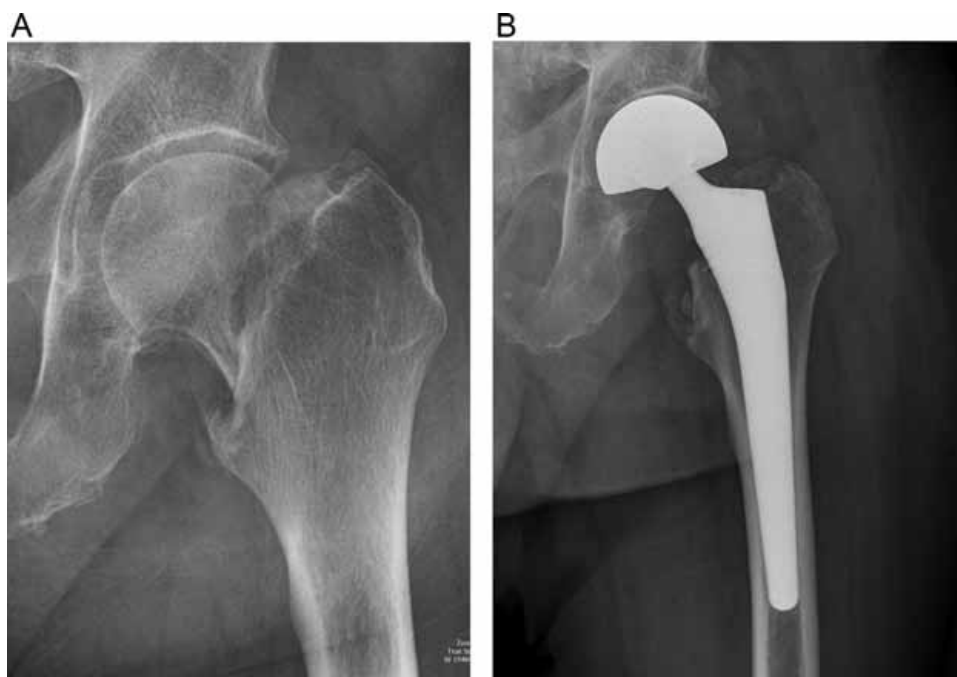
A, Preoperative X-ray. Dislocated intracapsular femoral neck fracture of an 84 years old male patient. B, Postoperative X-ray. Cementless hydroxyapatite coated stem with bipolar head.
